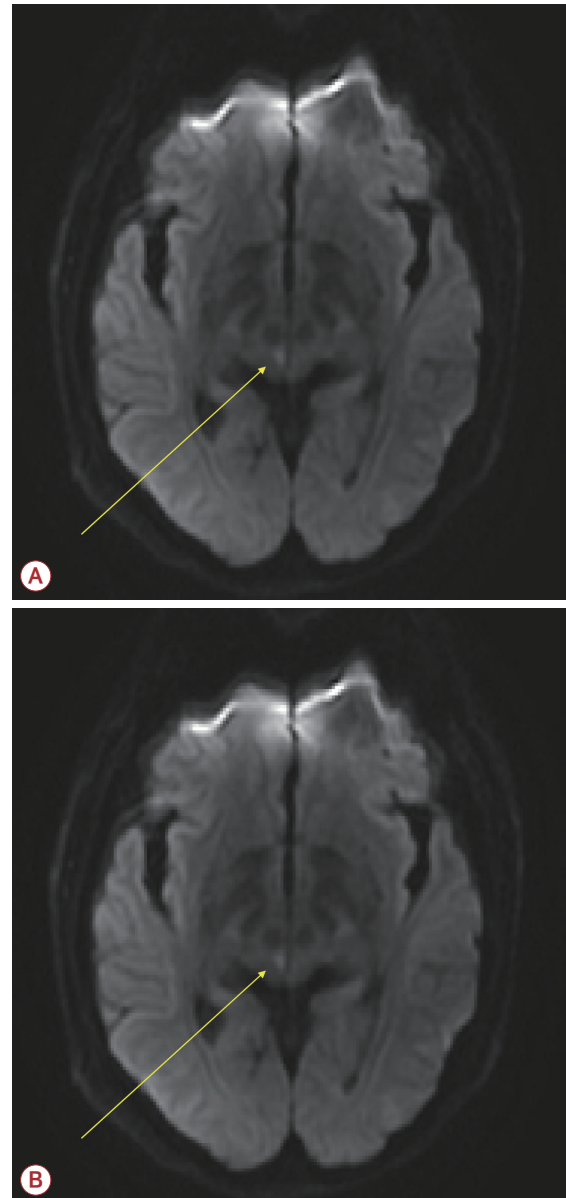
Magnetic resonance imaging reveals a restricted diffusion of a small region on the rostral aspect of the right midbrain. The arrows indicate the ischemic lesion. (A) diffusion-weighted image on admission. (B) Diffusion-weighted image 4 days after admission.
